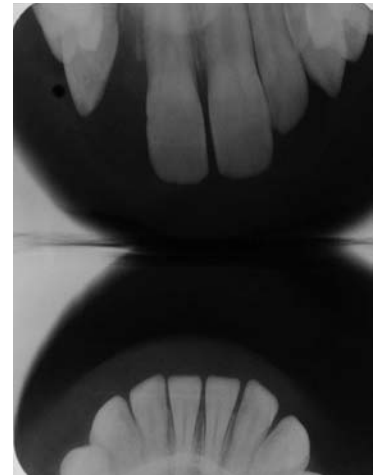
Radiographie du cas
